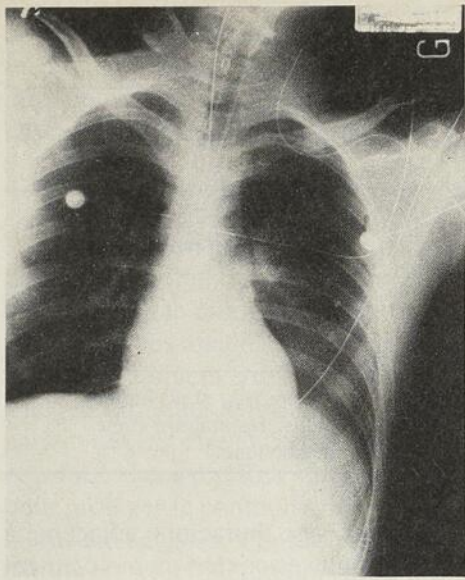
Radiographie pulmonaire montrant une contusion pulmonaire lobaire (lobe inférieur gauche).
